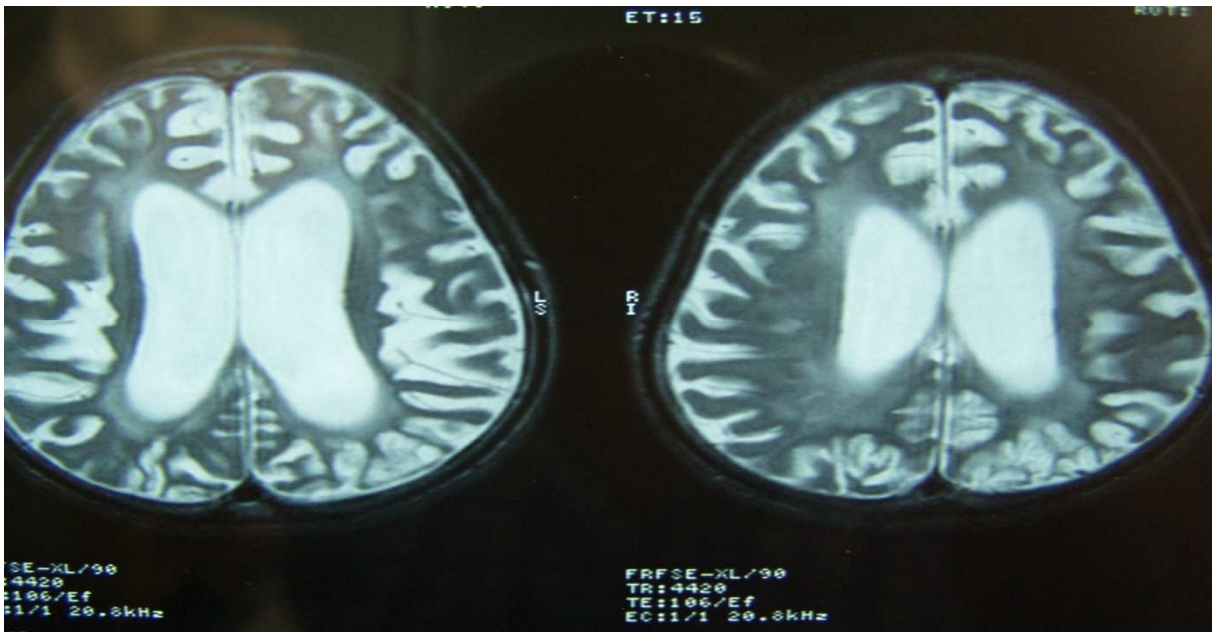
Vaka 28 takip MRG ve klinik evre
